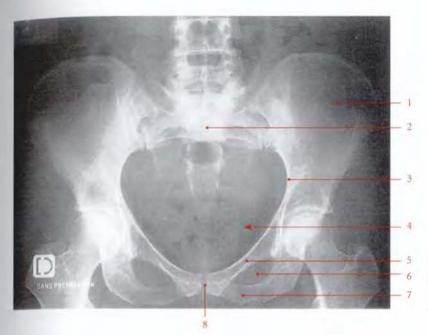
Bassin osseux féminin (radiographie numérisée de face)
